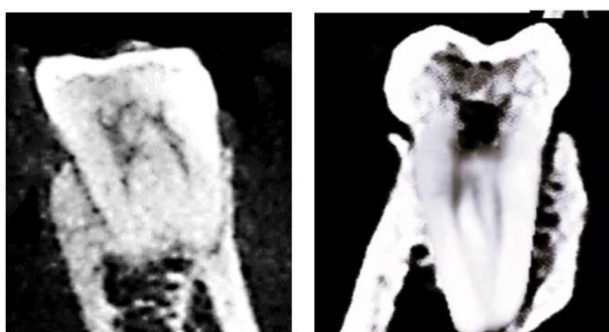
Middle mesial canal seen in coronal section of CBCT scan
